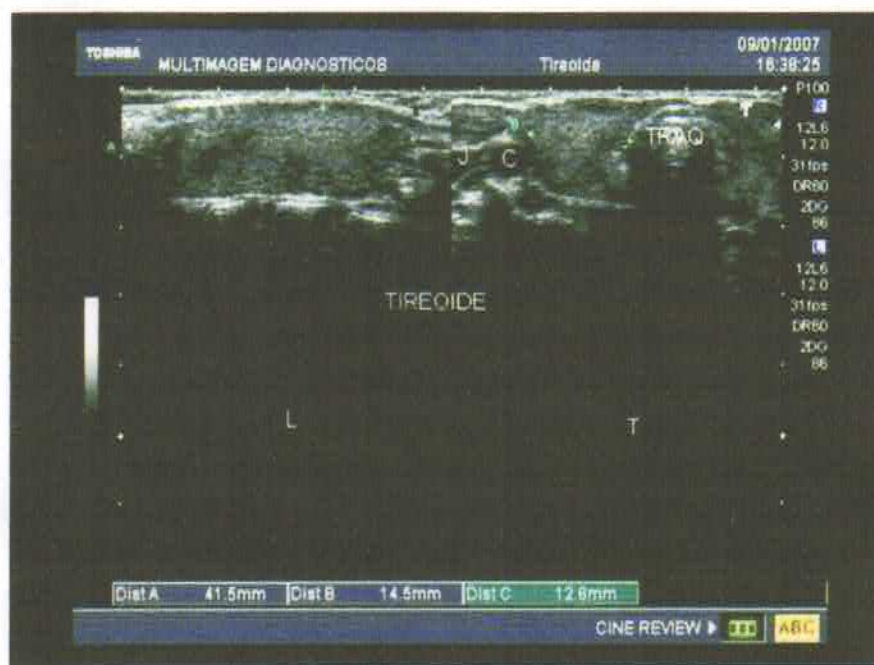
Ultrassonografia de Tireóide.
